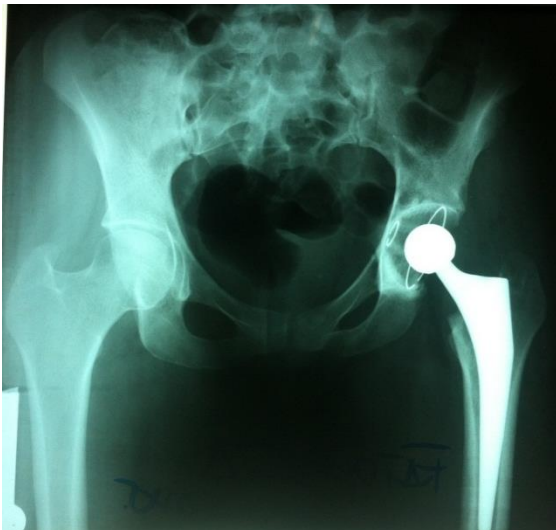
Radiographie post-opératoire du bassin face
